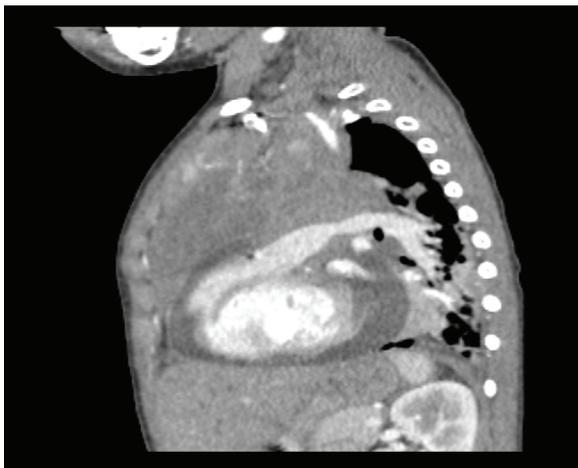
TC tórax con contrastate EV en reconstrucción sagital en ventana mediastínica donde se evidencia LOE en mediastino anterior, con densidad de tejidos blandos, lobulada, con realce heterogéneo, con presencia de derrame pericárdico en importante cantidad.
